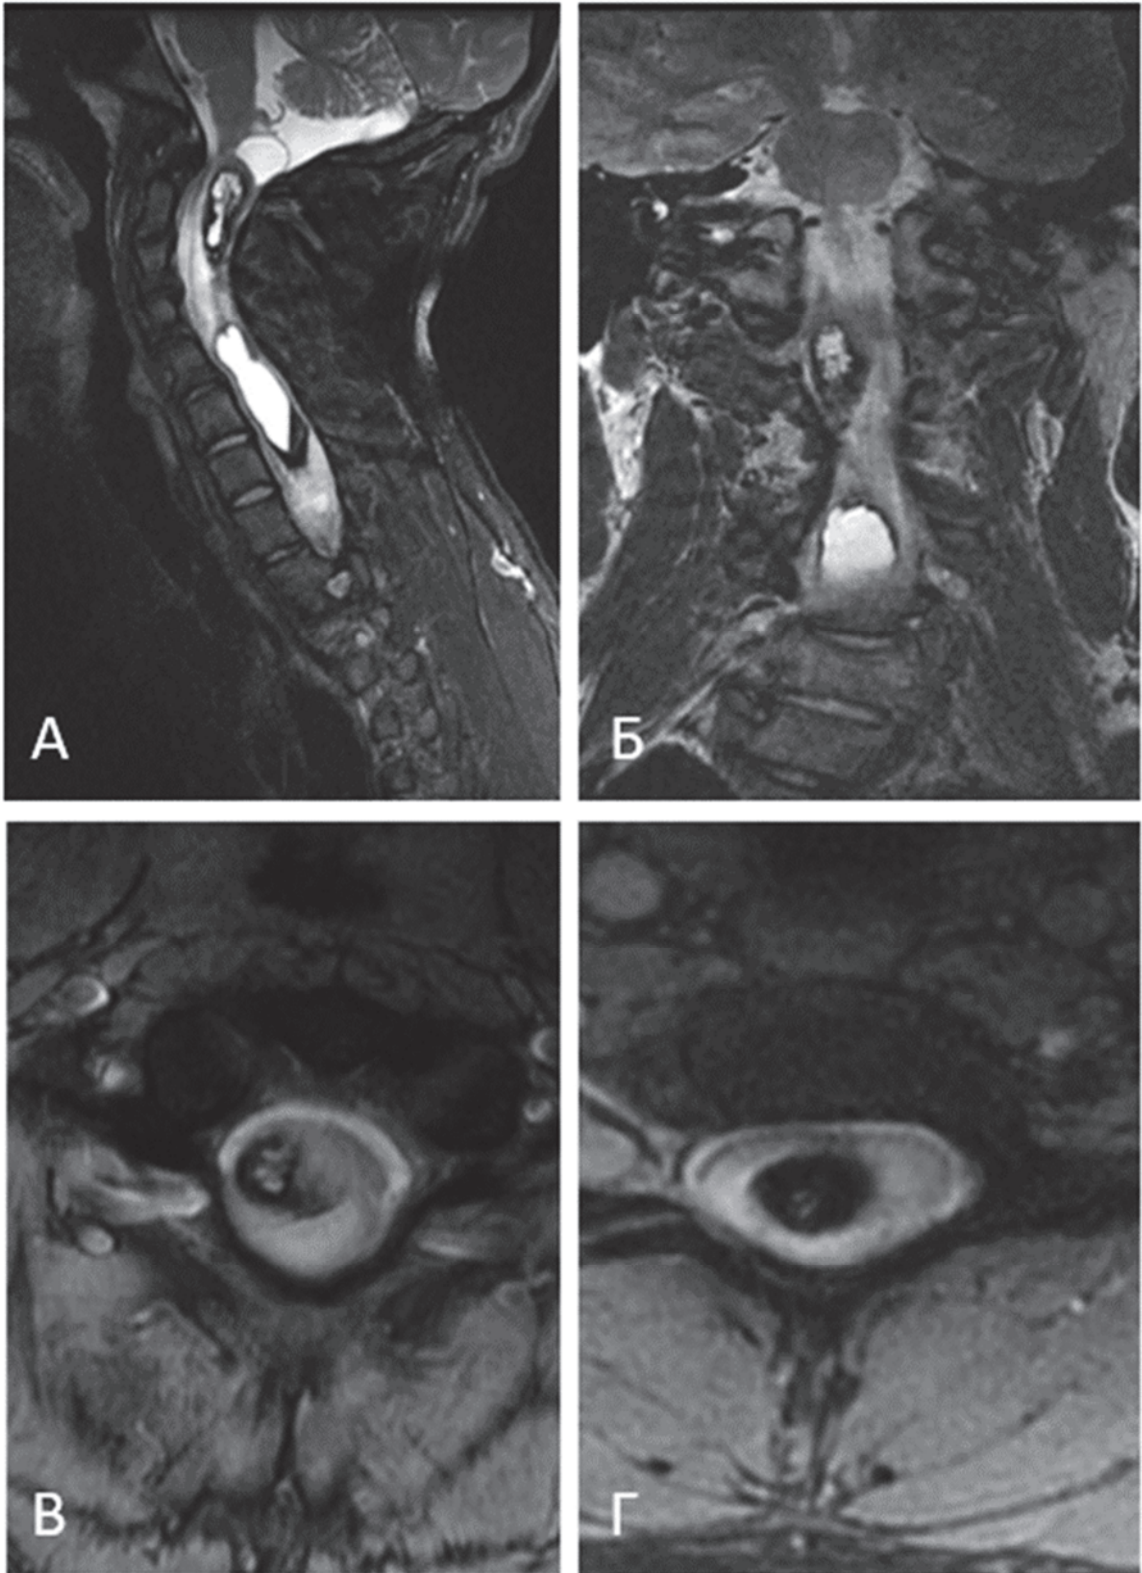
Данные МРТ шейного и верхнегрудного отделов спинного мозга в режимах T2 (А, Б) и MERGE (В, Г); множественные КМ спинного мозга на уровне С1–С2 (II тип) и С5–С7 (I тип) позвонков: А – сагиттальный срез; Б – фронтальный срез; В, Г – аксиальные срезы
